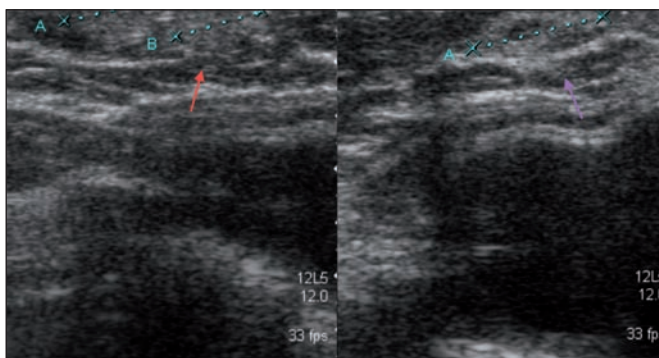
Paciente con mastectomía bilateral, derecha por cáncer e izquierda profiláctica. Posteriormente se realiza relleno grasa en la zona del cuadrante súpero-interno de la mama izquierda. Meses después acude por lesiones palpables en la zona del remodelado grasa; A. Ecografía del cuadrante súpero-interno de mama izquierda en la que se objetivan múltiples imágenes nodulares de márgenes bien definidos, algunas hiperecoicas (flecha roja) y otras hipoeicoicas con halo fino periférico hiperecoico, todas ellas sugestivas de necrosis grasa; B. RMN mamaria con secuencia de supresión de silicona en la que se descarta que dichos nódulos sean silicona extracapsular.
